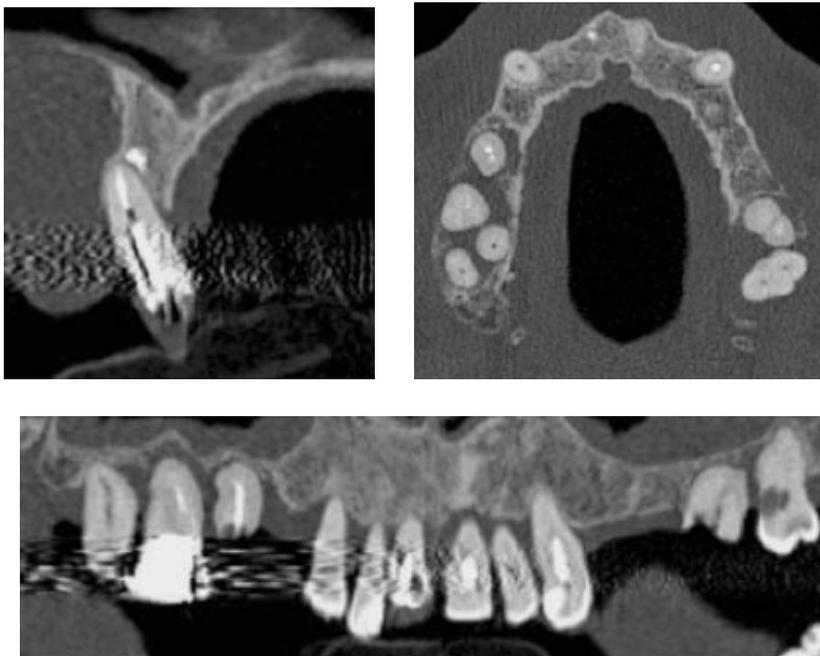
Imagerie par cone beam. En haut à gauche, coupe oblique antéro-postérieure. En haut à droite, coupe axiale de l'arcade maxillaire. En bas, vue panoramique.
